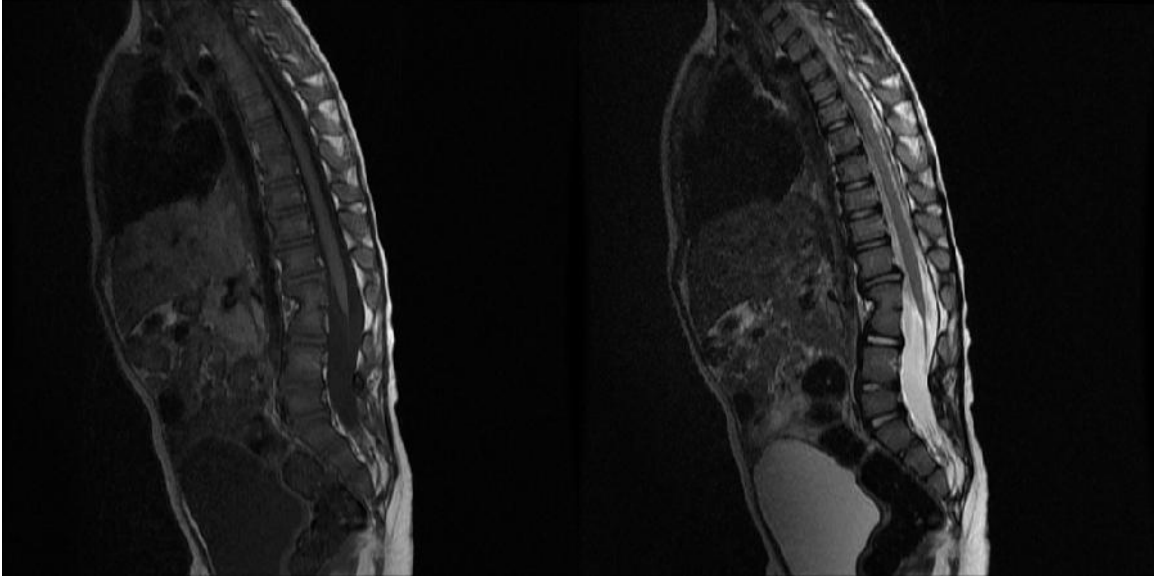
MRG T1 ve T2 sagittal kesitte, L5 vertebra seviyesi yerleşimli konus medullaris
